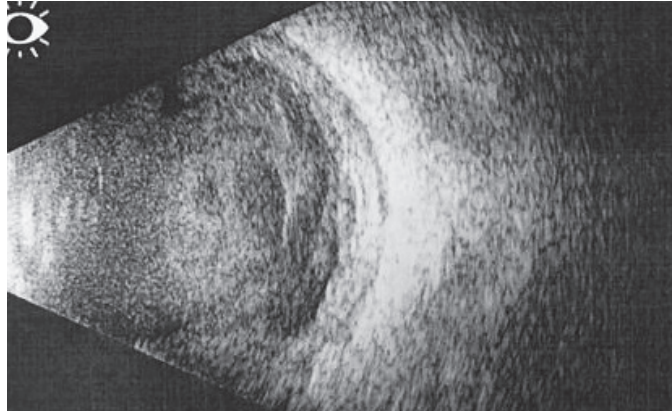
Ультразвуковой метод исследования (УЗИ) от 31 день после операции: OS - Грубое помутнение стекловидного тела, экссудат. Утолщение оболочек. не исключается Abl.retinae
